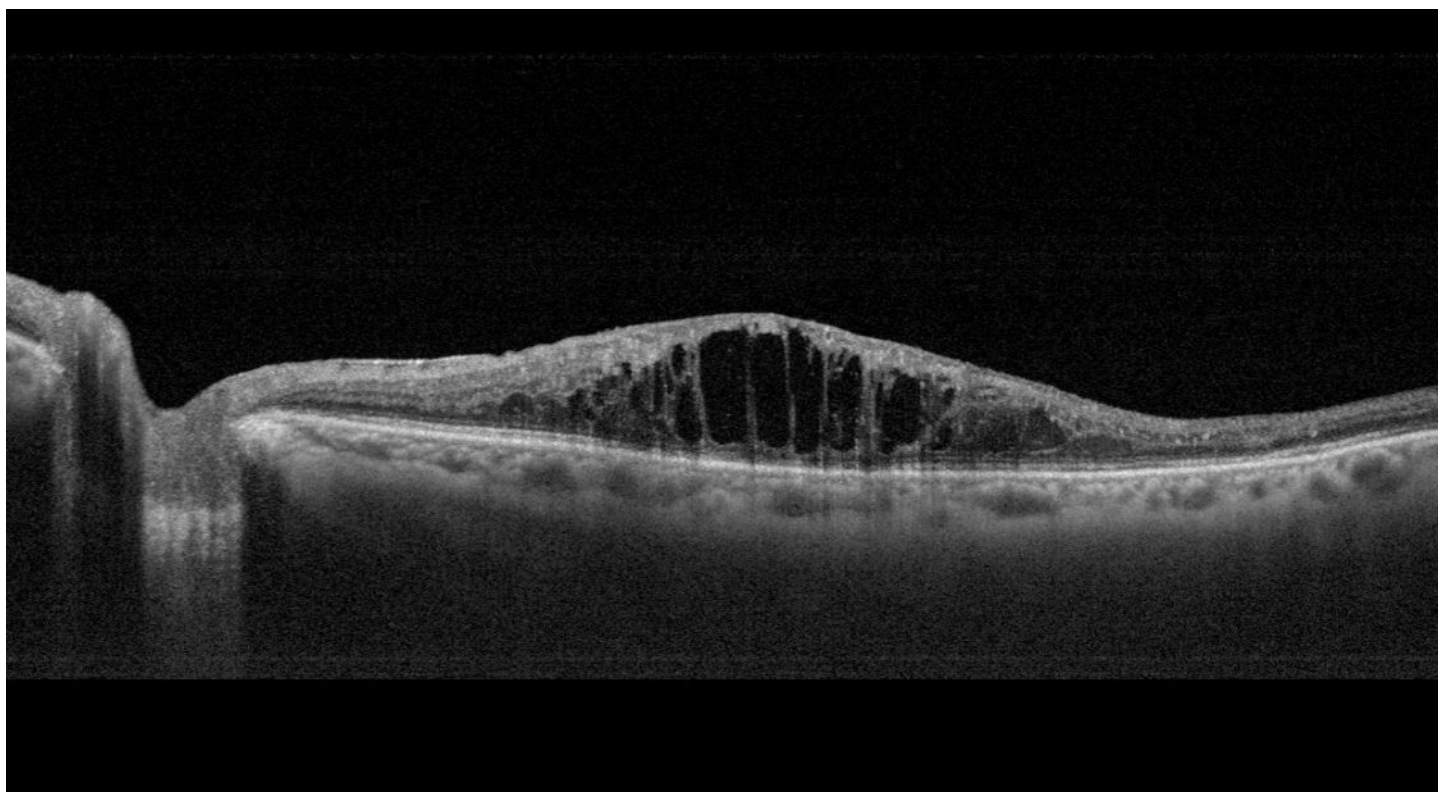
Оптическая когерентная томография (ОКТ), показывающая диабетический макулярный отек с утолщением сетчатки и внутриретиальными кистозными изменениями
